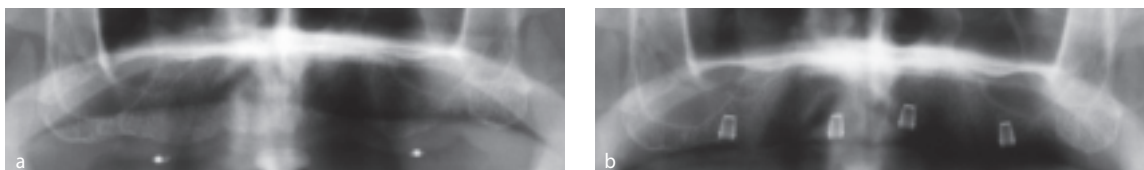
Ортопантомограмма пациента 69 лет с силиконовой шиной и двумя небольшими металлическими шариками (а) и с четырьмя установленными имплантатами 4,0 x 5,0 мм Bicon Integra-CP (b)
